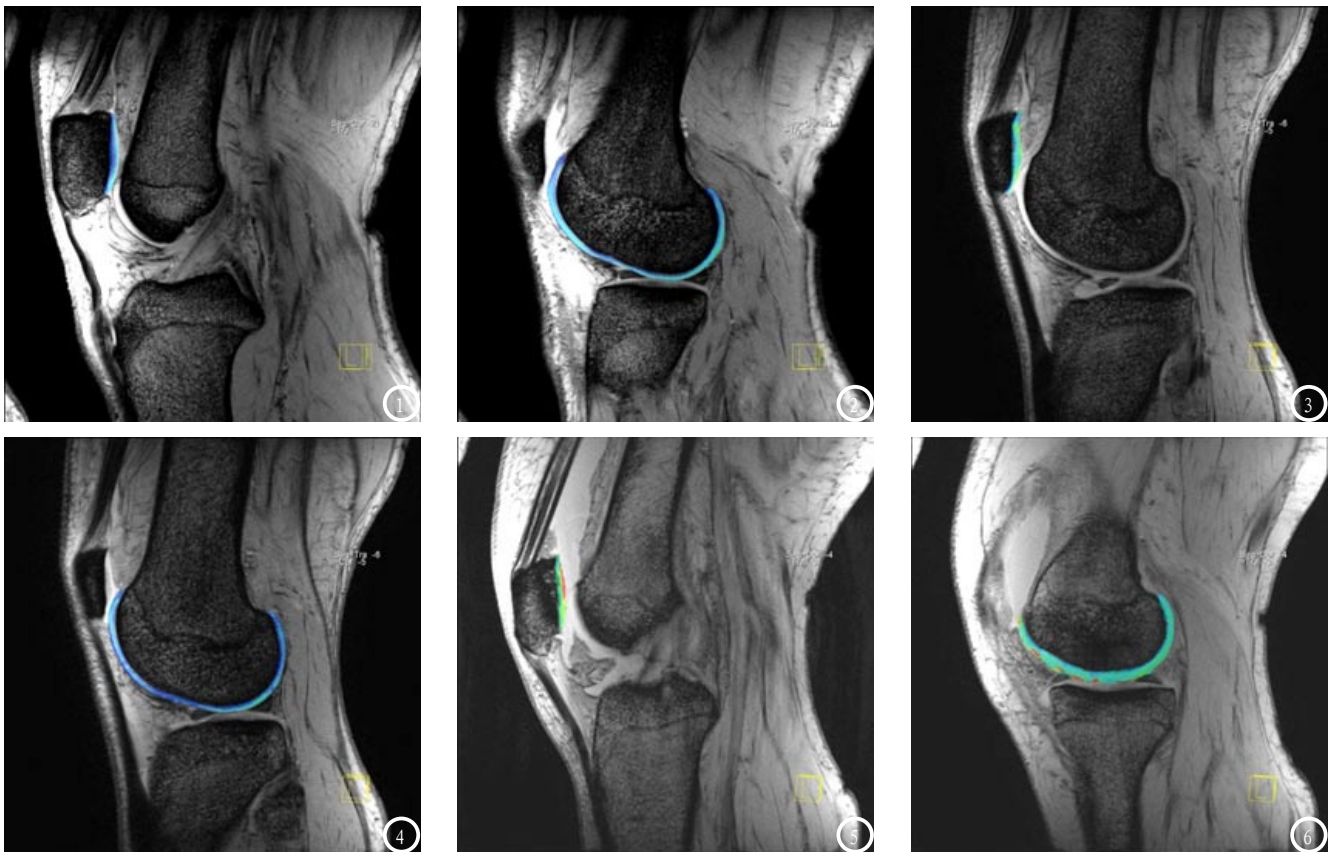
正常组、轻度OA、重度OA膝关节软骨成像(色阶由蓝色、绿色至红色代表T2*值逐渐升高)。图1-2 33岁正常男性膝关节软骨T2* mapping伪彩图显示为厚度均匀,软骨关节面连续光滑,均匀蓝绿色的分层带状结构。图3-4 39岁男性,左膝不适1年,X线平片未见明显异常。软骨伪彩图表现为关节软骨内信号欠均匀,在蓝绿色背景下出现斑点状绿色信号,以关节承重面及髌骨关节面较为明显,诊断为轻度OA。图5-6 47岁女性,左膝疼痛伴运动障碍,膝关节软骨明显变薄,软骨面见局限性缺损,软骨伪彩图显示条片状红色信号影,诊断为重度OA。
